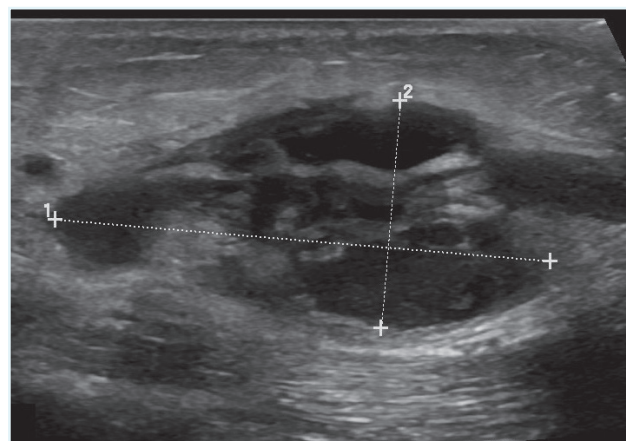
Ecografia no dia do internamento.
